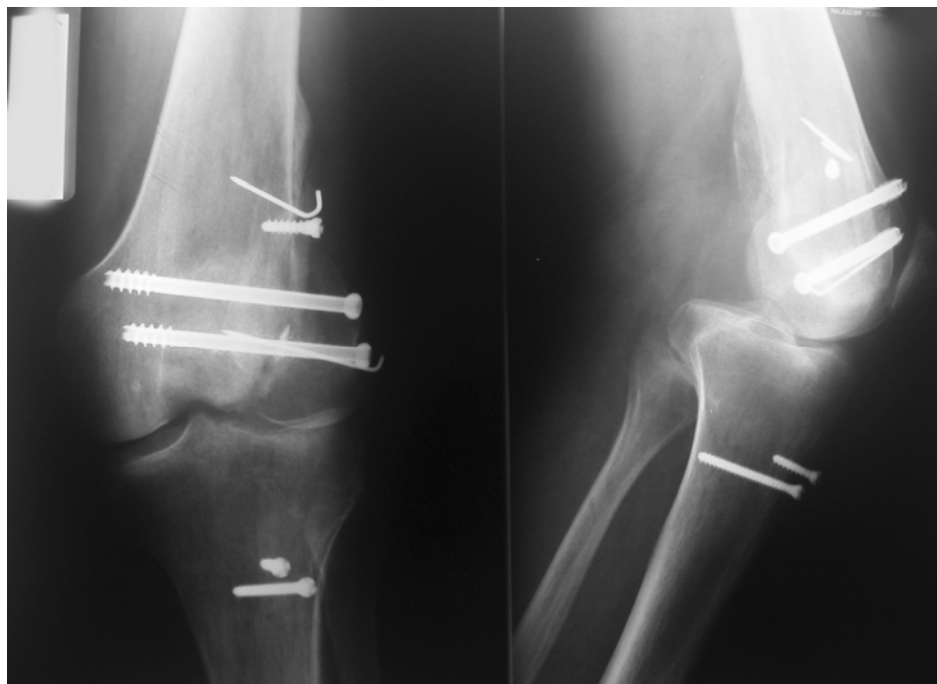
Рентгенограмма правого коленного сустава через 10 недель после оперативного вмешательства. Определяется сращение костных фрагментов.
